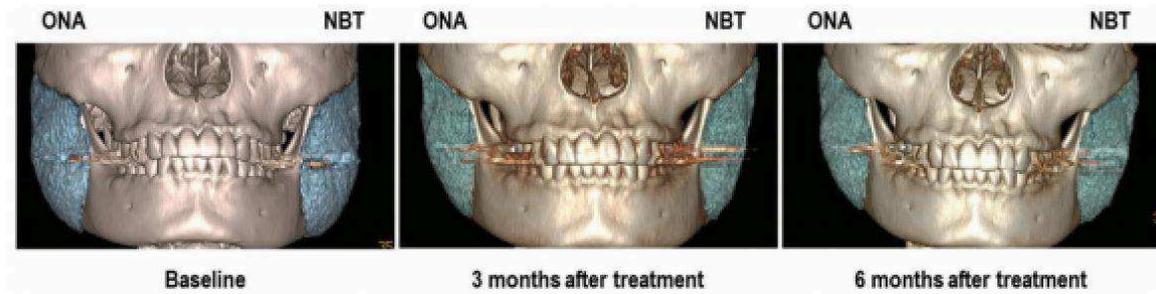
Imagens de tomografia computadorizada tridimensional de um caso representativo, no início, e em 3 e 6 meses após o tratamento. O lado direito do músculo foi tratado com ONA, e o lado esquerdo foi tratado com NBT (Retirado de Wanitphakdeedecha et al., 2017).
